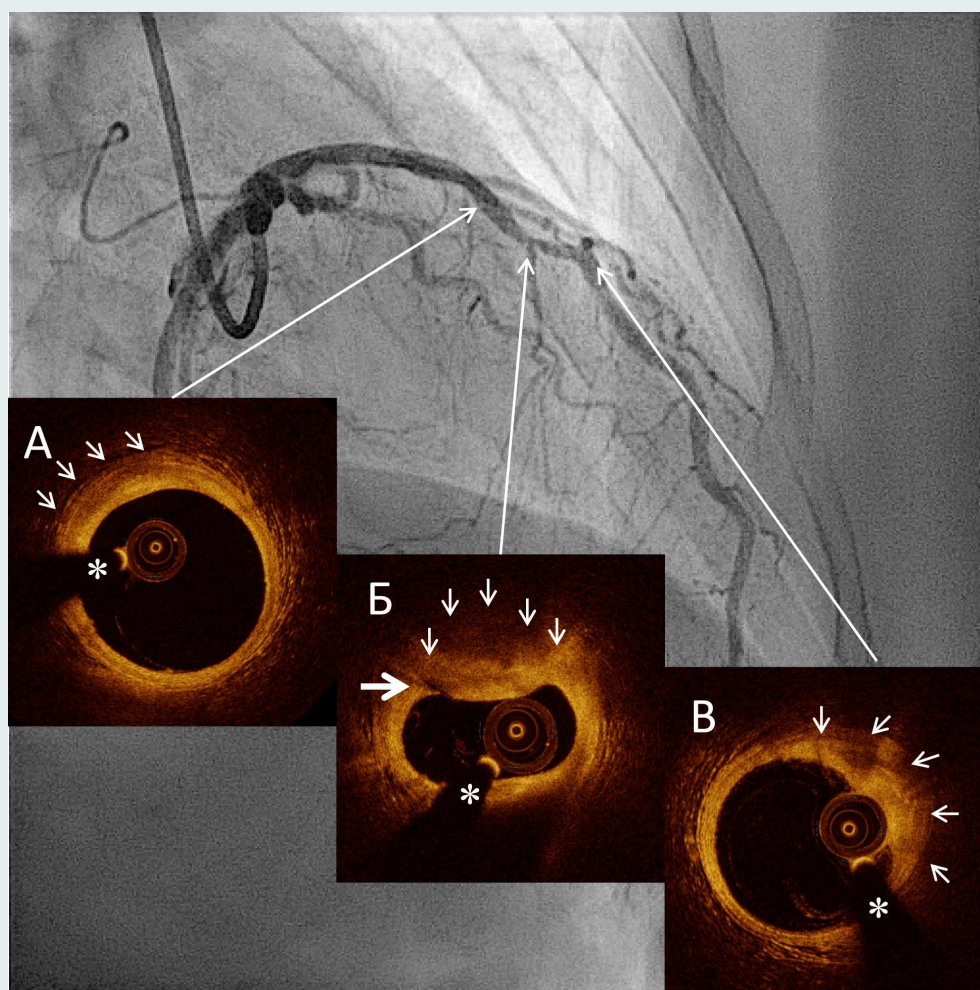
Оптическая когерентная томография перед стентированием ПМЖА в среднем сегменте
